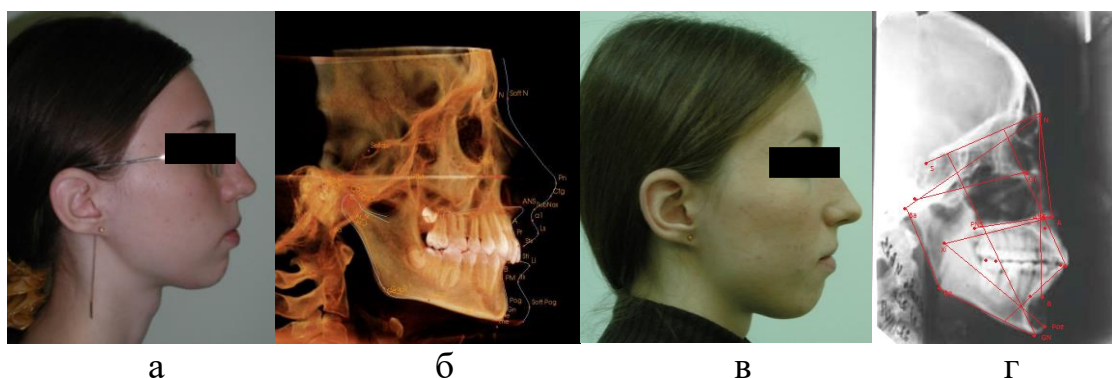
Пациентка Ф., 18 лет. Зубоальвеолярная форма ДОЗР: а-б – фото профиль и 3D-цефалометрический анализ сагиттального среза КЛКТ черепа до лечения, в-г – фото профиль и цефалометрический анализ телерентгенограммы черепа в боковой проекции после лечения
